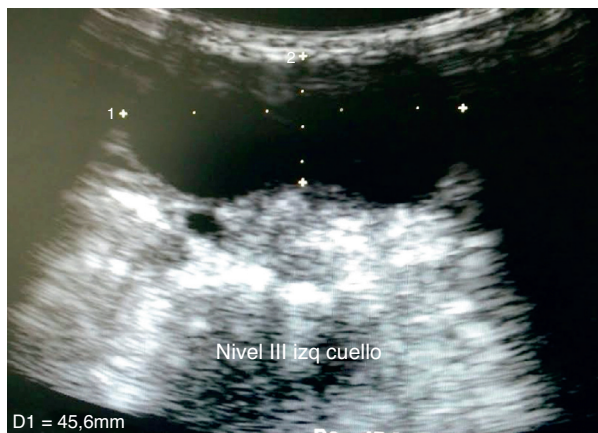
Ultrasonido de cuello. Se aprecian lesión quística y ganglios en nivel III de cuello.
